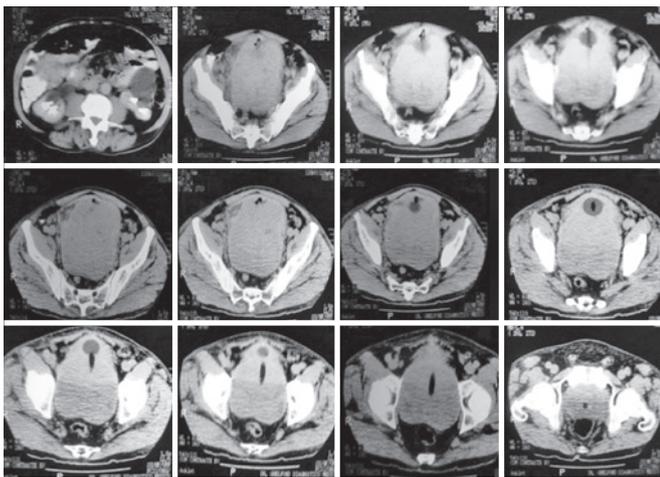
Tomografia computadorizada mostrando obstrução urinária (hidronefrose) e massa volumosa representado a próstata
